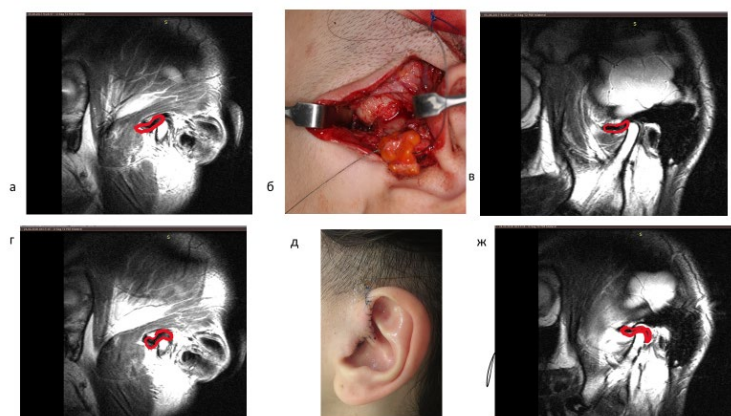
Динамика изменения данных МРТ до и после хирургической репозиции суставного диска левого ВНЧС: а - МРТ правого ВНЧС до оперативного вмешательства в кососагиттальной проекции; б - клиническая ситуация в момент оперативного вмешательства; в - МРТ правого ВНЧС в кососагиттальной проекции после оперативного вмешательства; г - МРТ левого ВНЧС до оперативного вмешательства в кососагиттальной проекции; д - клиническая ситуация в области проведенного оперативного вмешательства через 2 недели; ж - МРТ левого ВНЧС после оперативного вмешательства в кососагиттальной проекции
